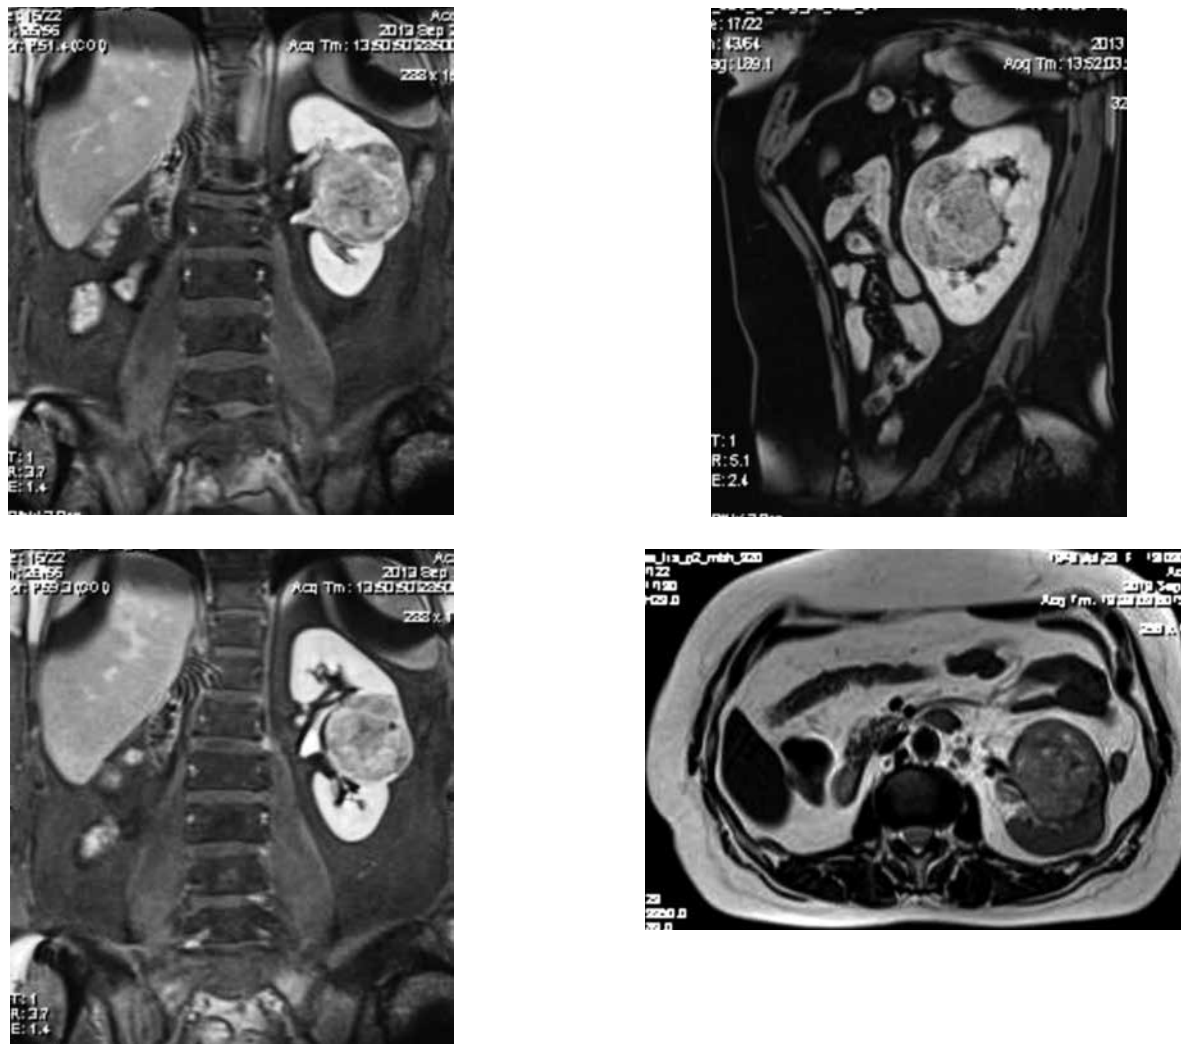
Магнитно-резонансная томография: опухоль единственной левой почки с центральной локализацией, сумма баллов 12 по шкале RENAL
